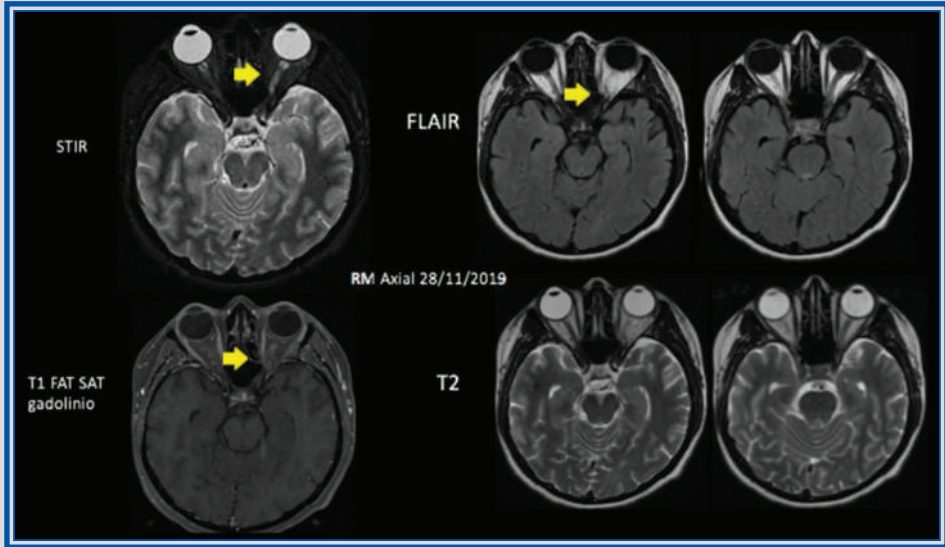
Capítulo 26. Resonancia magnética de cerebro en cortes axiales, presenta hiperintensidad del nervio óptico izquierdo en secuencias STIR, que afecta al segmento intraorbitario y con realce poscontraste.
